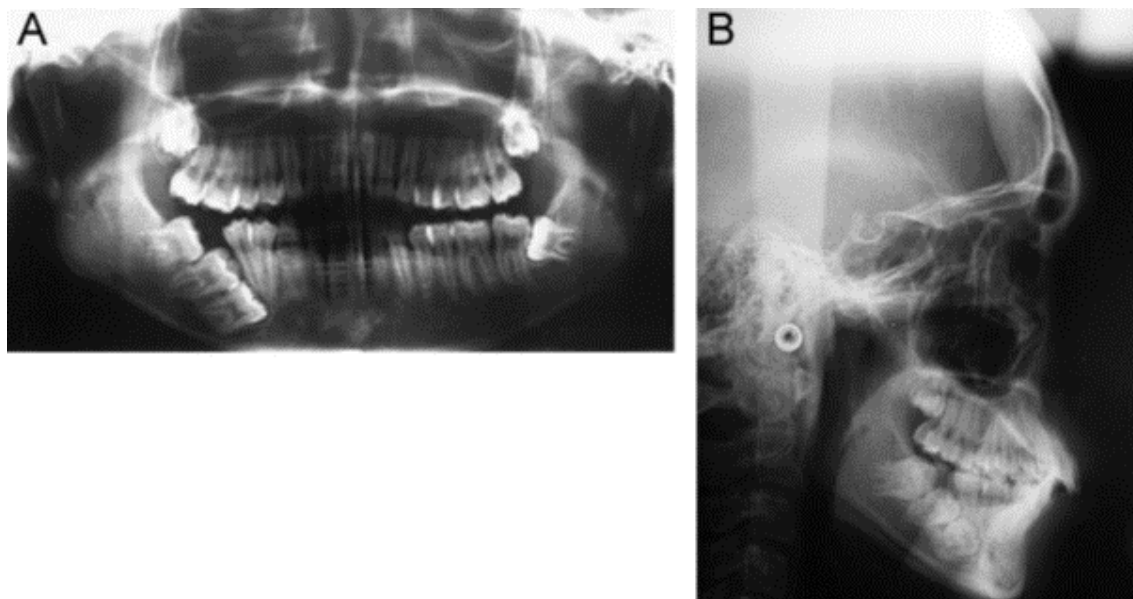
Pré-tratamento panorâmica (A) e (B) radiografias cefalométricas. Observa-se as impações severamente mesial dos primeiro, segundo e terceiros molares inferiores permanentes direito, bem como a impação horizontal do terceiro molar inferior esquerdo
